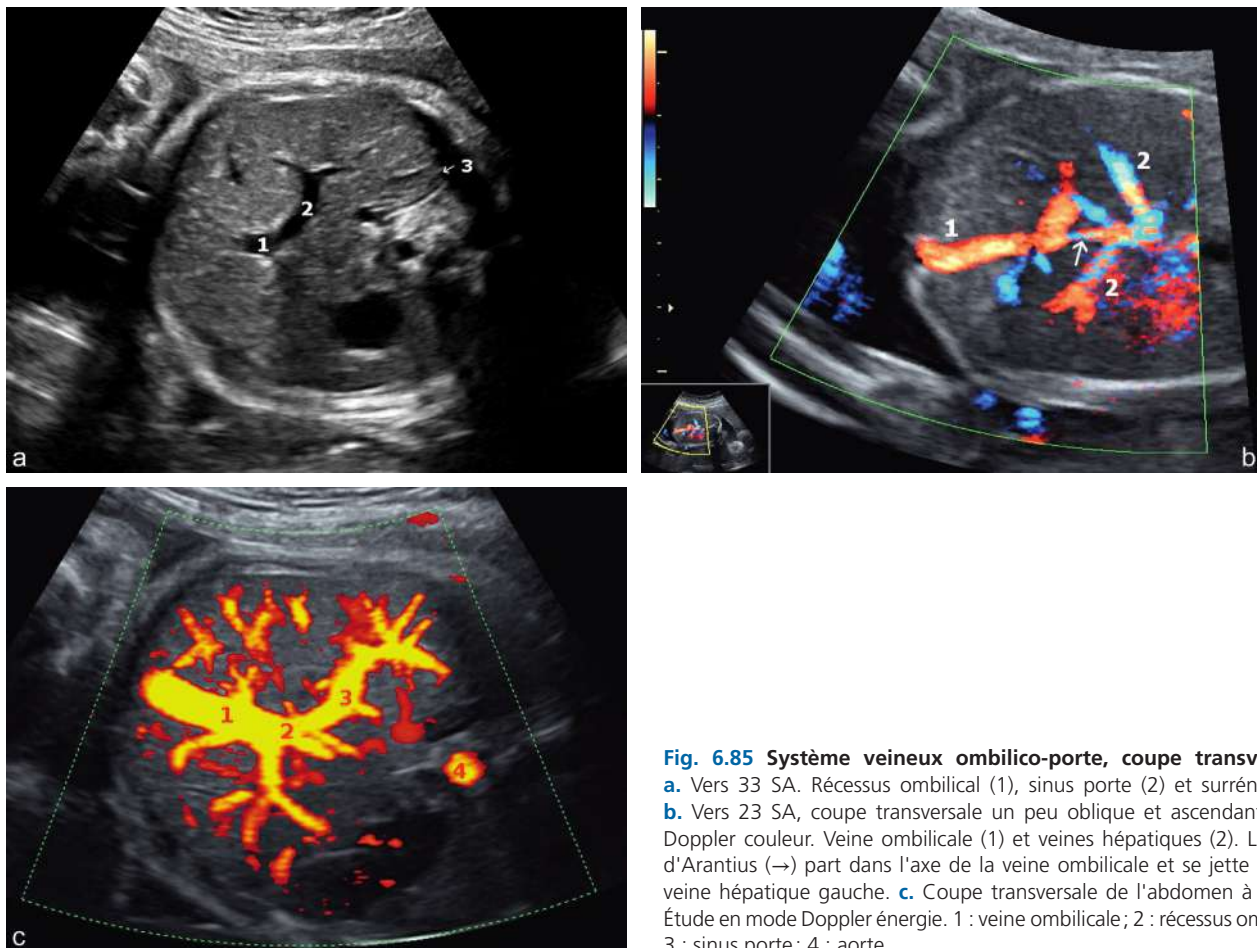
Système veineux ombilico-porte, coupe transversale. a. Vers 33 SA. Récessus ombilical (1), sinus porte (2) et surrénale (3). b. Vers 23 SA, coupe transversale un peu oblique et ascendante avec Doppler couleur. Veine ombilicale (1) et veines hépatiques (2). Le canal d'Arantius (→) part dans l'axe de la veine ombilicale et se jette dans la veine hépatique gauche. c. Coupe transversale de l'abdomen à 30 SA. Étude en mode Doppler énergie. 1 : veine ombilicale; 2 : récessus ombilical; 3 : sinus porte; 4 : aorte.
